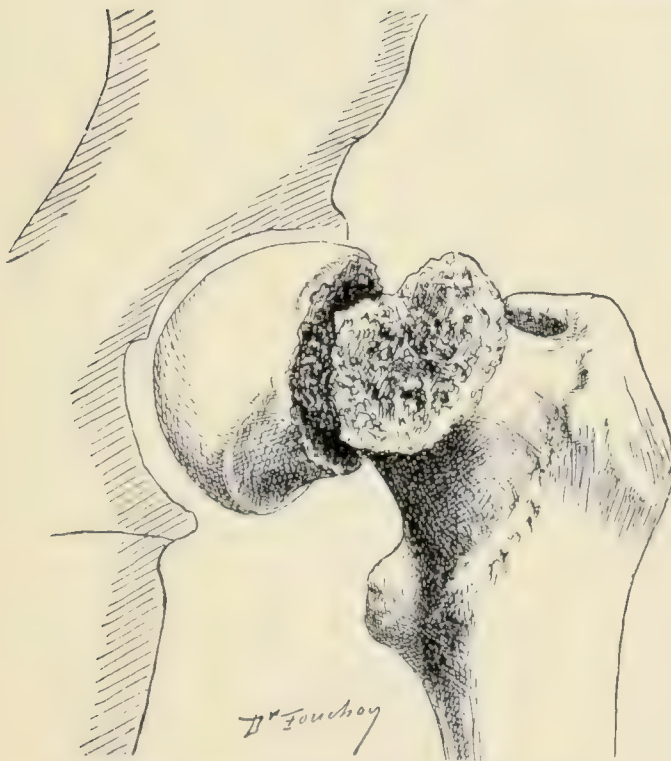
Respektive Stellung der zwei Fragmente bei einer intrakapsulären Fraktur (nach einer Radiographie).
